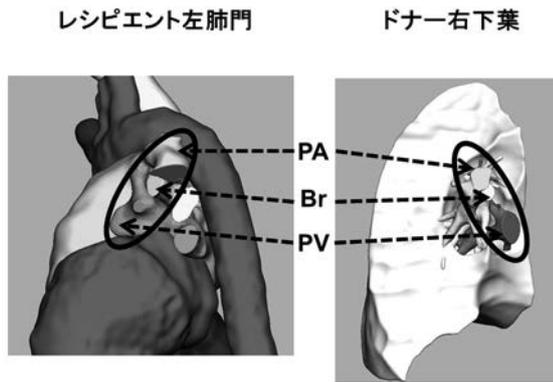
3D-CTを用いた、肺門部構造物のシミュレーション画像
